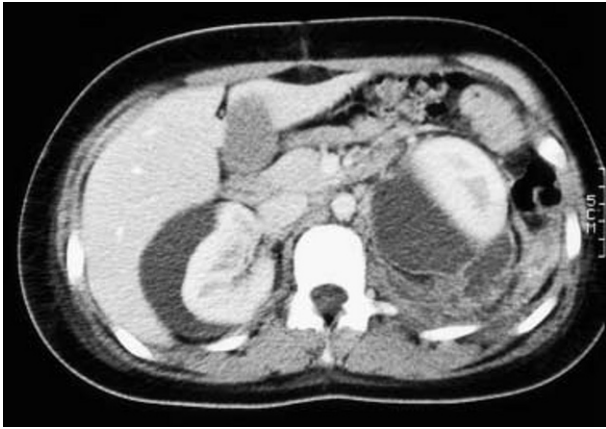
◀ CT (Ausgangsbefund): subkapsuläres Hämatom rechte Niere, unklare Raumforderung links (DD Hämatom/Urinom)
